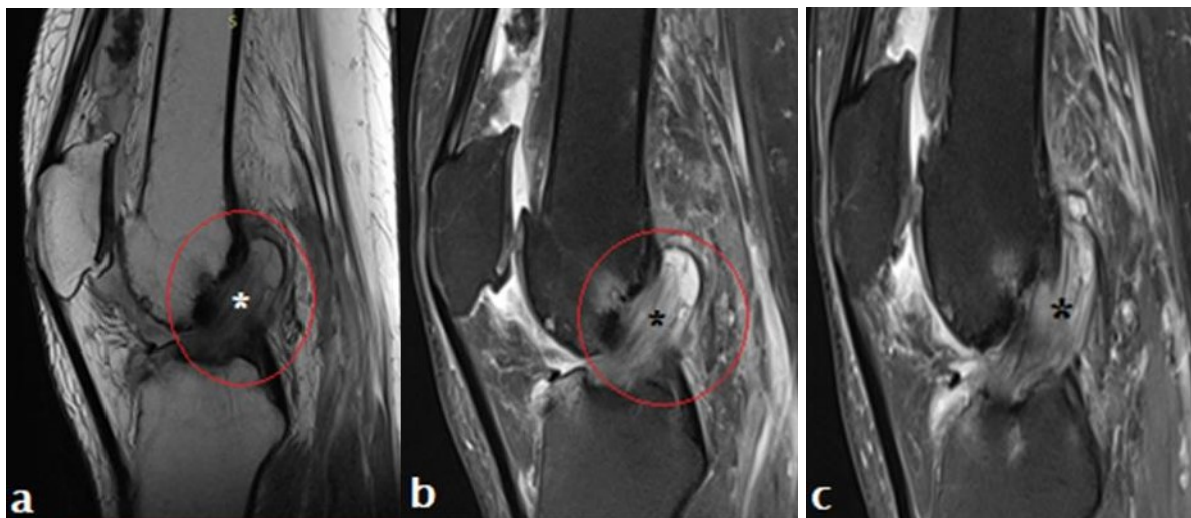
IRM en coupe sagittale séquence T1 (a) et T2 DP FAT SAT (b et c): aspect infiltré en hypersignal franc DP en faveur d'une dégénérescence mucoïde (étoile) du LCA communicante avec un kyste mucoïde de son insertion fémorale.
